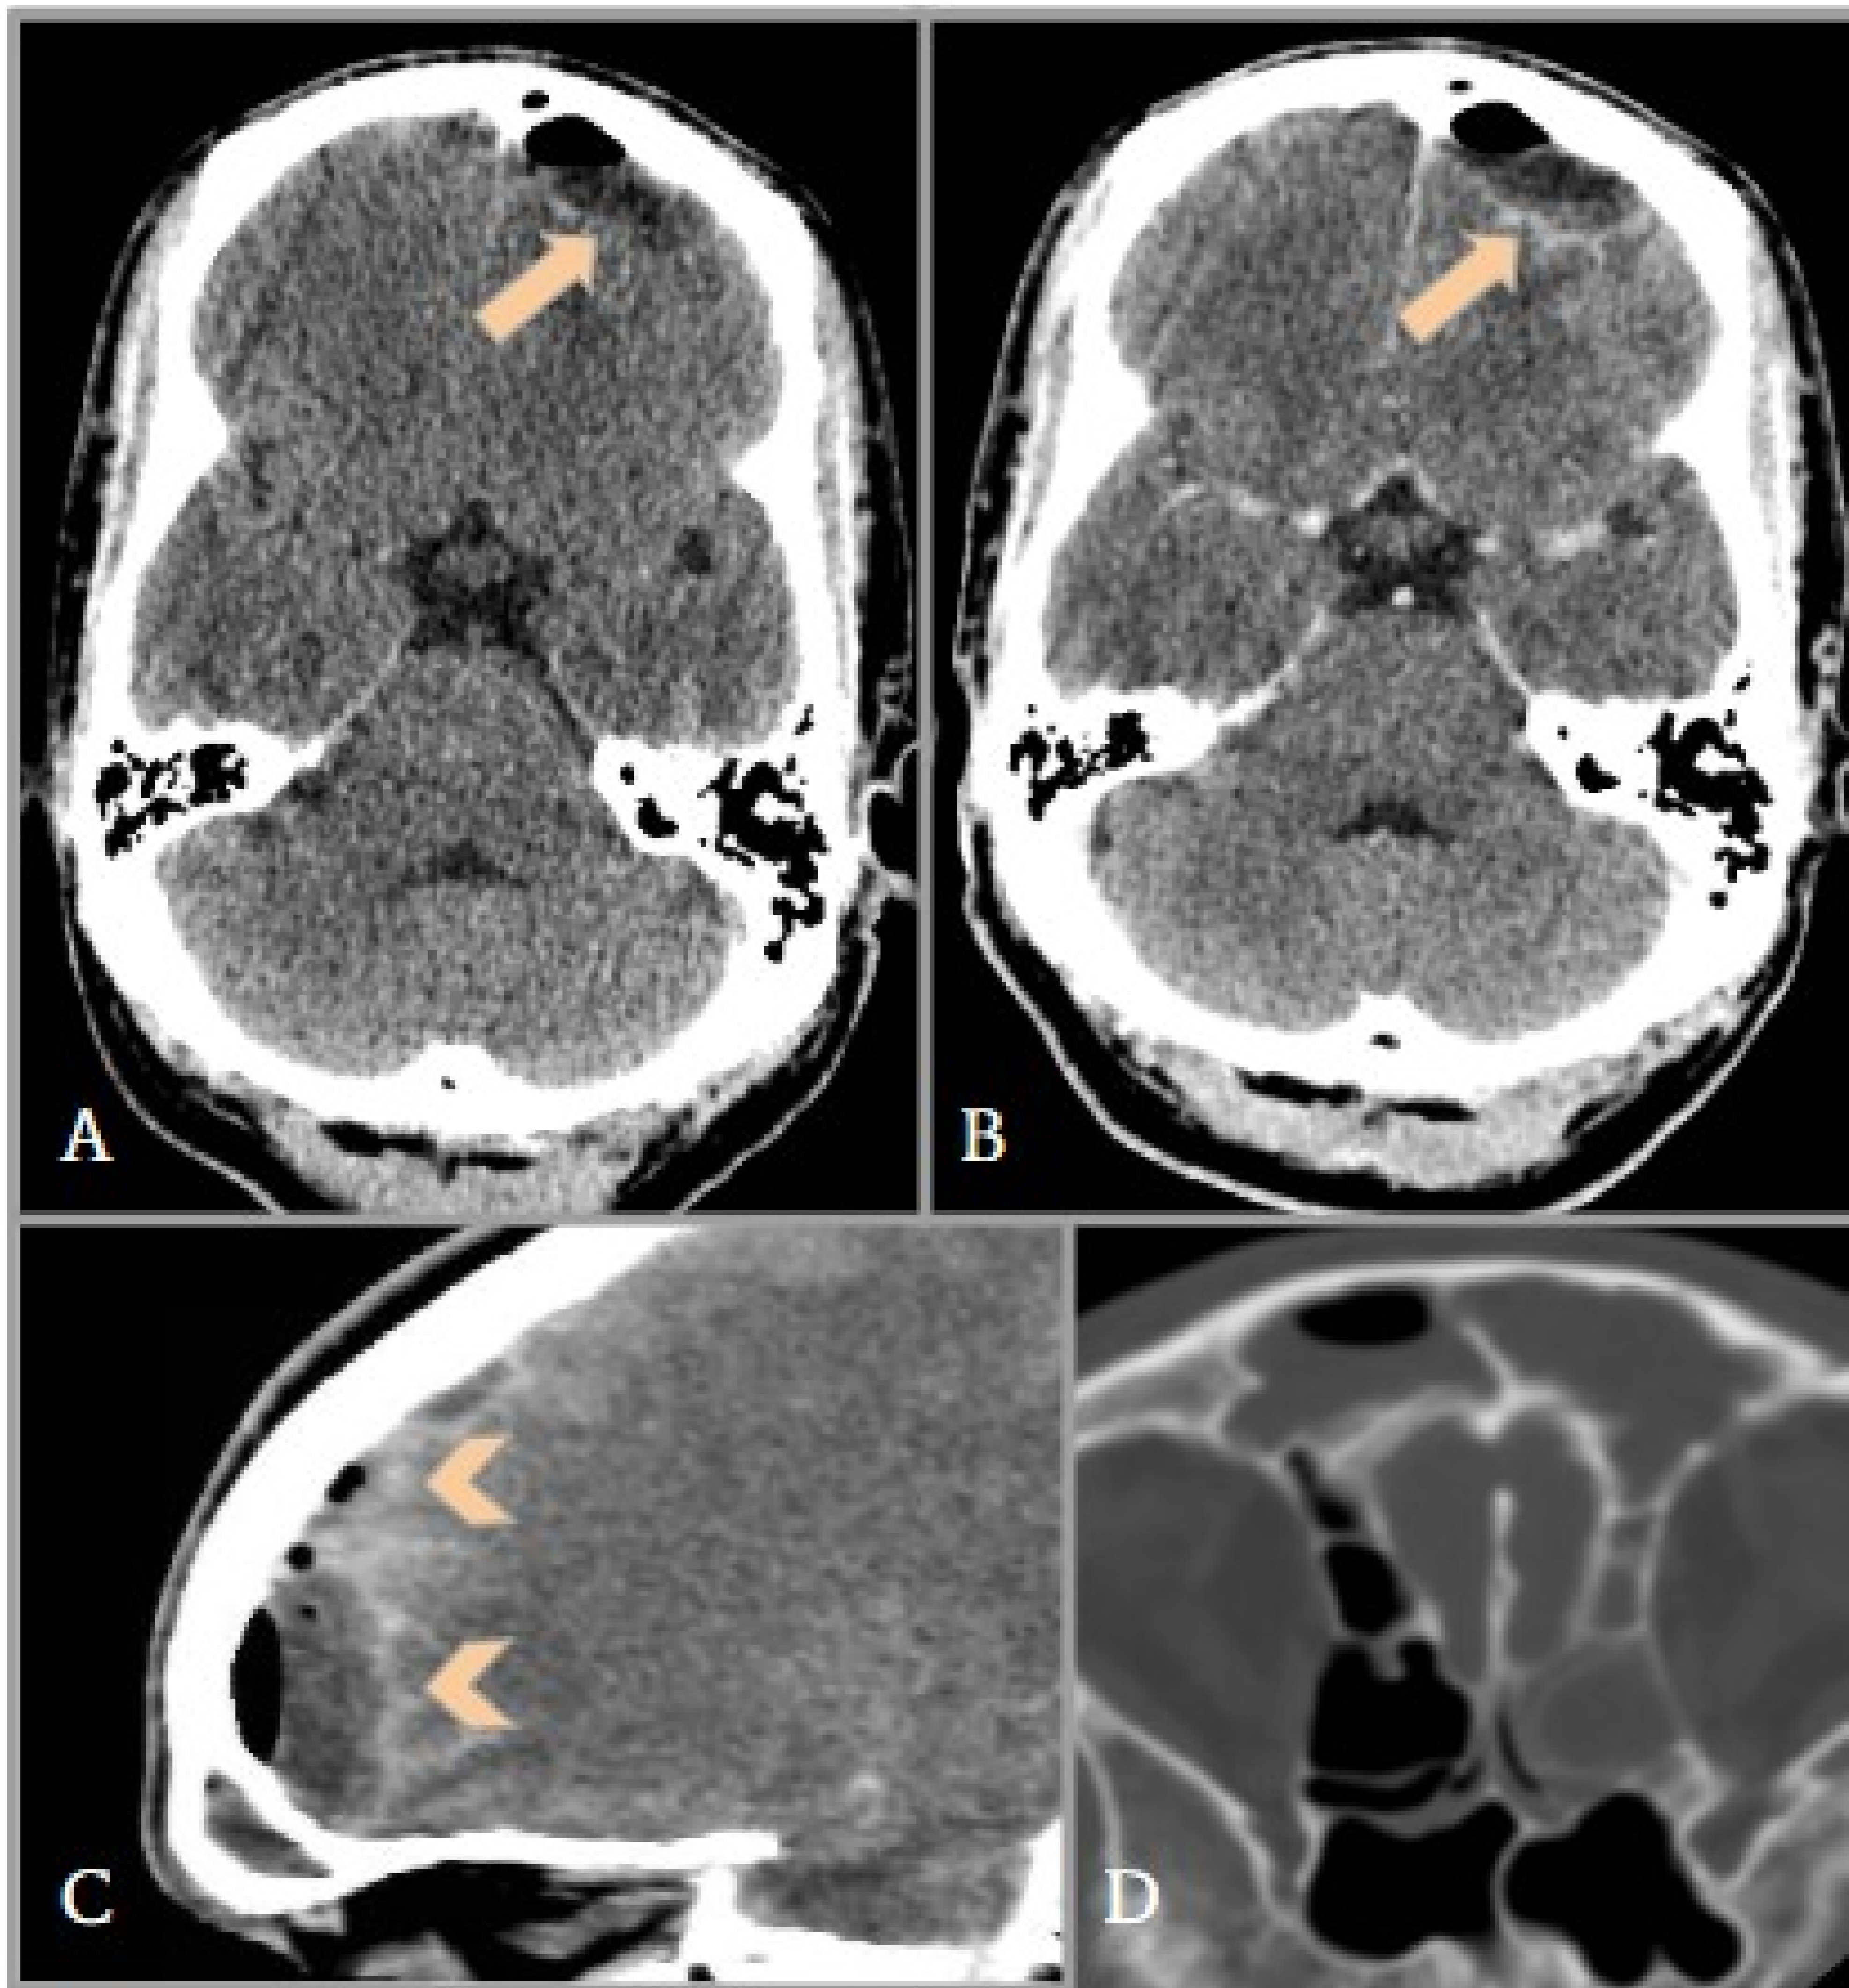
Imágenes de TC de cráneo sin contraste (A, D) y con contraste (B, C) realizado en área de urgencias en paciente varón de 33 años que acude por fiebre y cefalea frontal y facial. Se aprecia colección extraaxial biconvexa frontal derecha con nivel hidroaéreo (flechas en A) que muestra realce periférico (B) compatible con empiema epidural, así como realce leptomeníngeo (C, puntas de flecha) por meningitis asociada. Se aprecia ocupación casi total de seno frontal y de celdillas etmoidales izquierdas (D) que sugiere sinusitis frontoetmoidal como origen.
